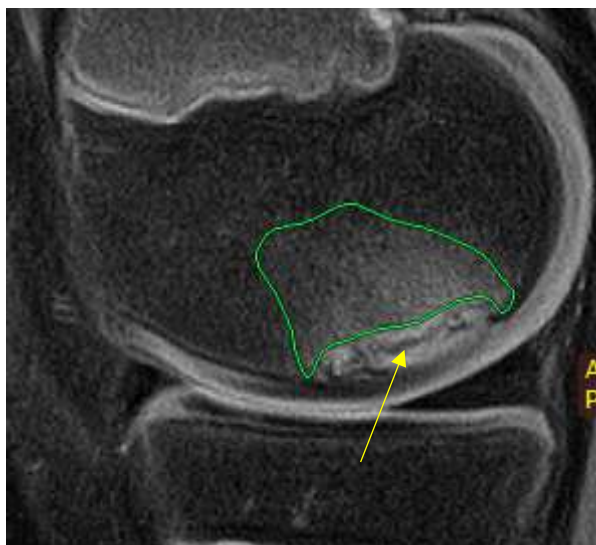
Рисунок №19 – МРТ коленного сустава ребенка с очагом РО в режиме PDFS в сагиттальной проекции. Зеленой непрерывной линией обведен участок повышенной интенсивности в материнской части кости, соответствующий отеку костного вещества.
